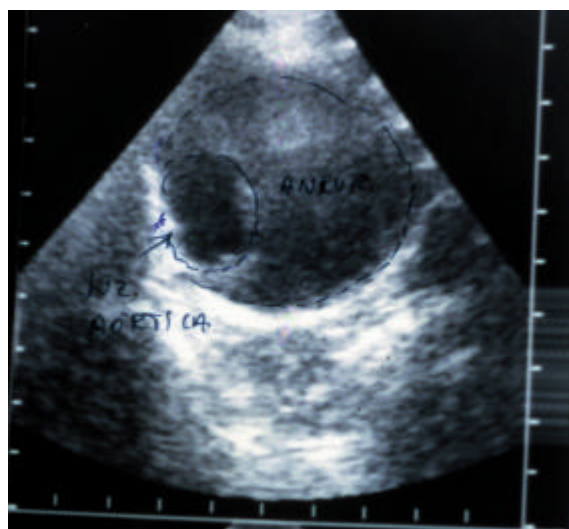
Ultra-sonografia de aorta abdominal, corte transversal.
